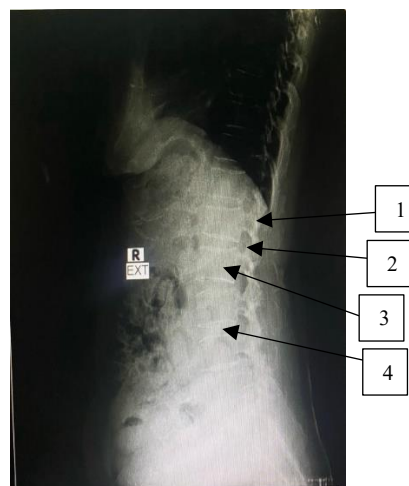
Hasil Radiograf Proyeksi Lateral Ny. N
